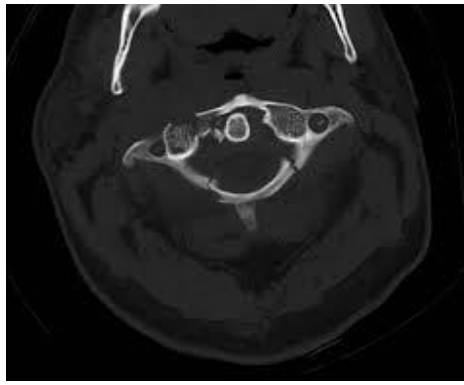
КТ дослідження при переломі дужок хребта
